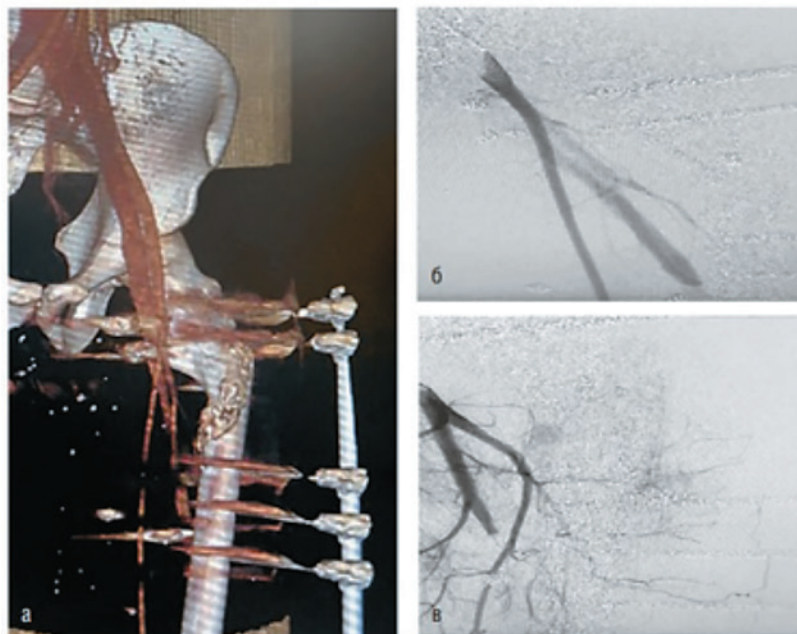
Компьютерно-томографическая ангиография с диагностированной артериовенозной фистулой (а); артериография со сбросом контраста из ветви первого порядка глубокой бедренной артерии в глубокую бедренную вену (б); артериография после эмболизации спиралями (сброса в венозное русло нет) (в) [4]
